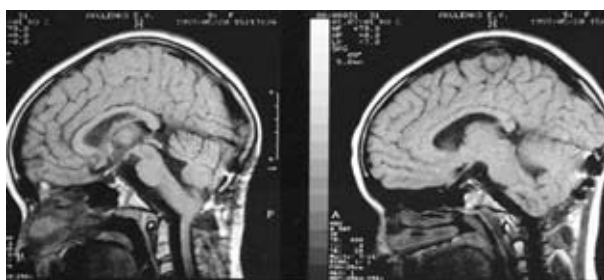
Контрольные магнитно-резонансные томограммы головного мозга того же больного. Сагиттальная проекция (после удаления опухоли и курса лучевой терапии)
